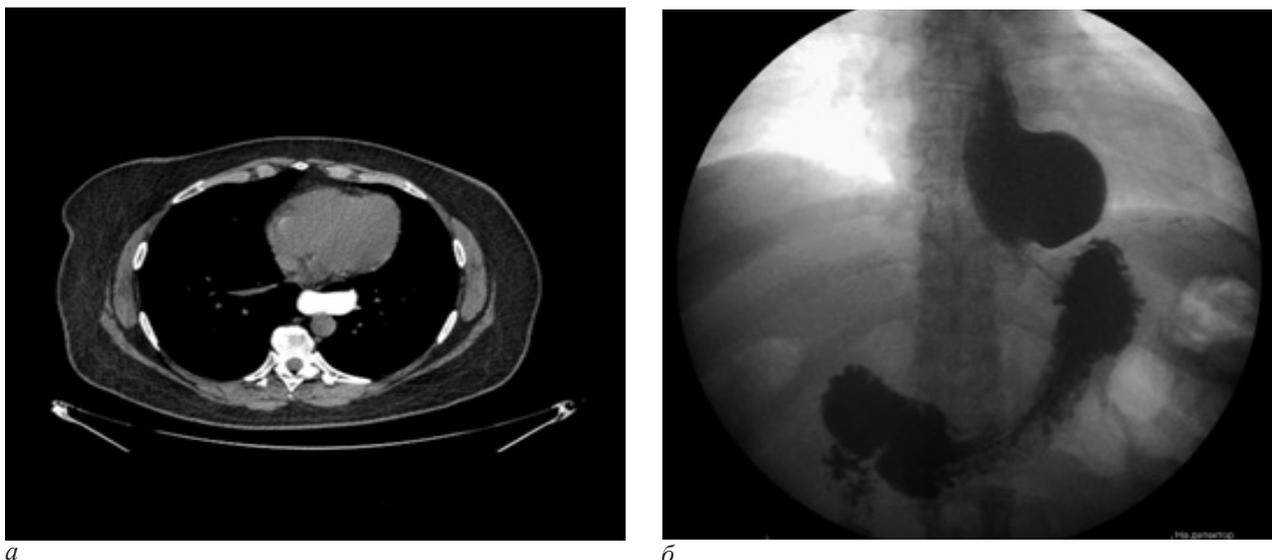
Эпифрeнальный дивертикул пищевода. Компьютерная томография груди (а) и рентгенография пищевода (б)
